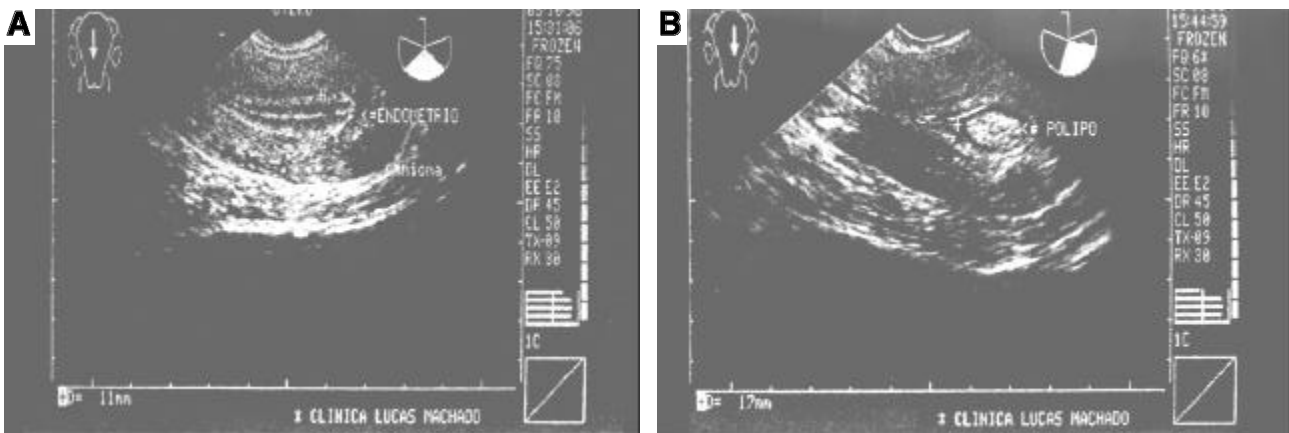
Paciente com sangramento uterino anormal, sob reposição hormonal. A: Ultra-sonografia mostrando apenas um mioma intramural. B: Hidro-histero-sonografia revela com absoluta nitidez um póliipo endometrial e o mioma. A ultra-sonografia simples não identificou o póliipo e a histeroscopia não revelaria o mioma.
